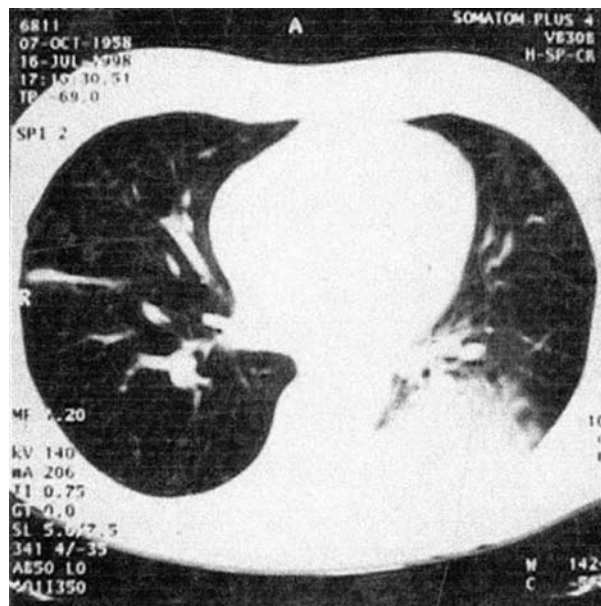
Tomografia computadorizada de tórax mostrando condensação no segmento superior do lobo inferior esquerdo, com ligeiro espessamento pleural basal
